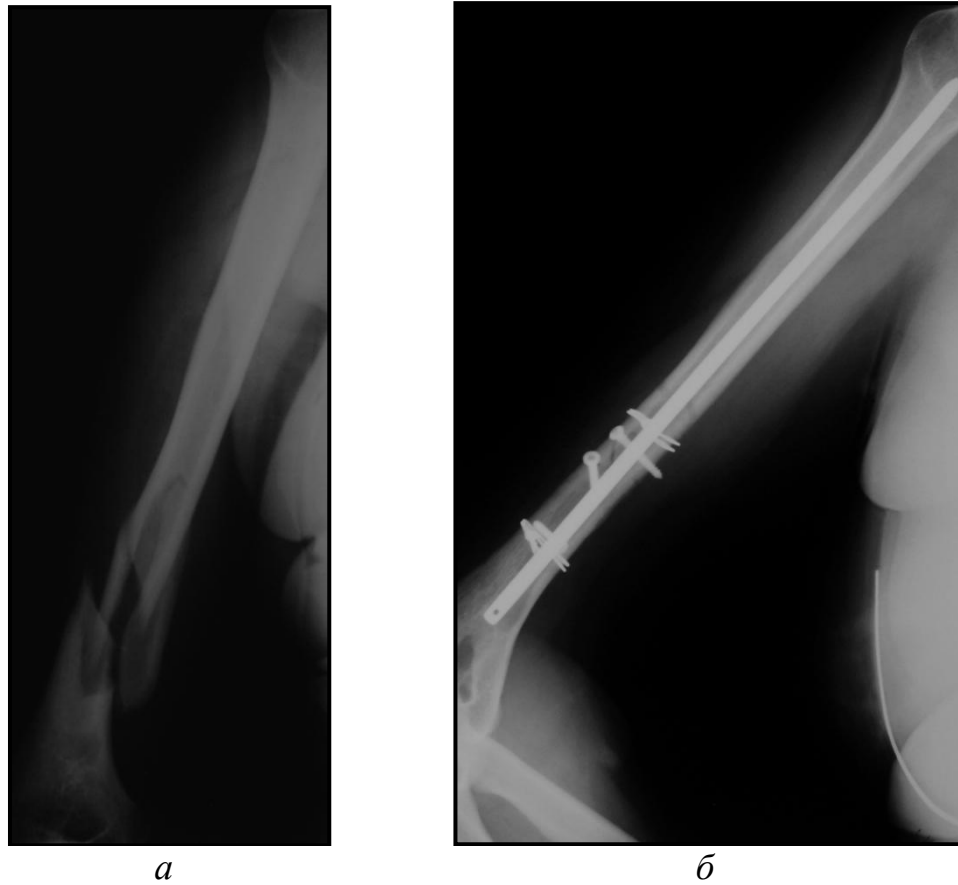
Рентгенограммы правой плечевой кости больной В.47 лет, и/б №105127.
